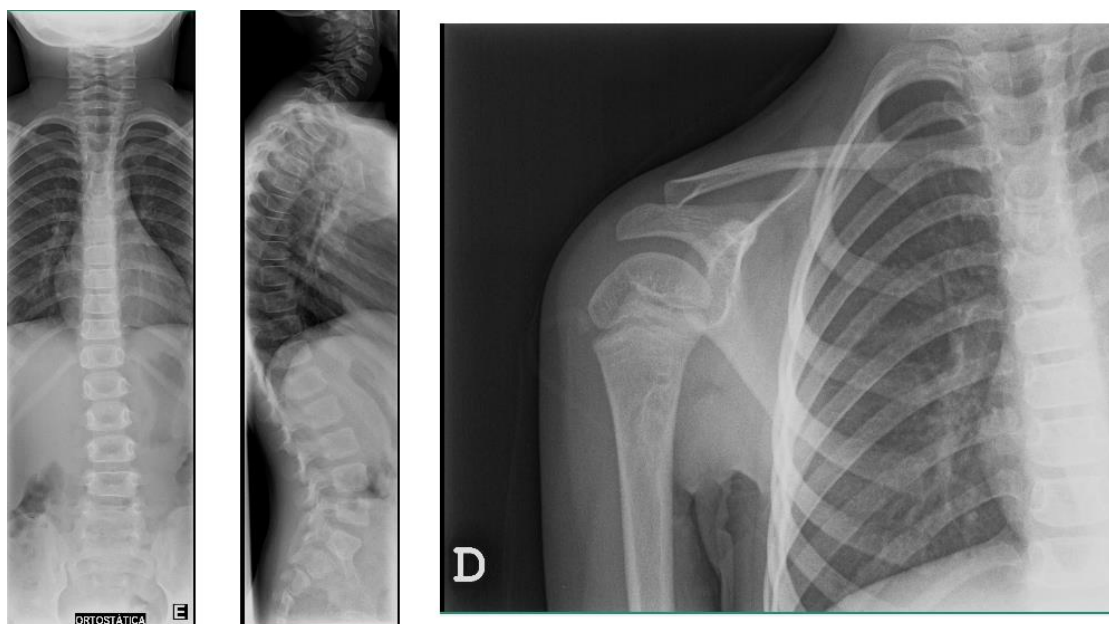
Radiografias da coluna vertebral e ombro direito realizadas 10 meses após o início da doença.
